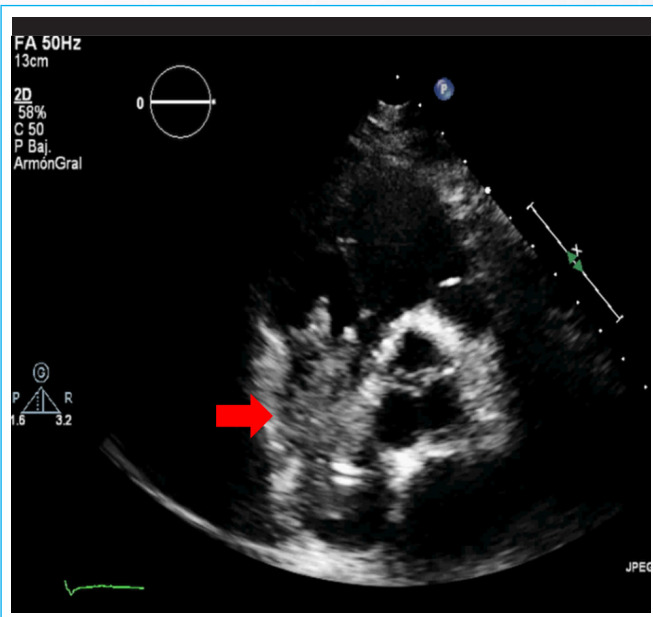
El ecocardiograma transtorácico (eje corto de grandes vasos) mostraba una vegetación gigante localizada en aurícula derecha, que protruye hacia el ventrículo derecho adherida al catéter de diálisis.
